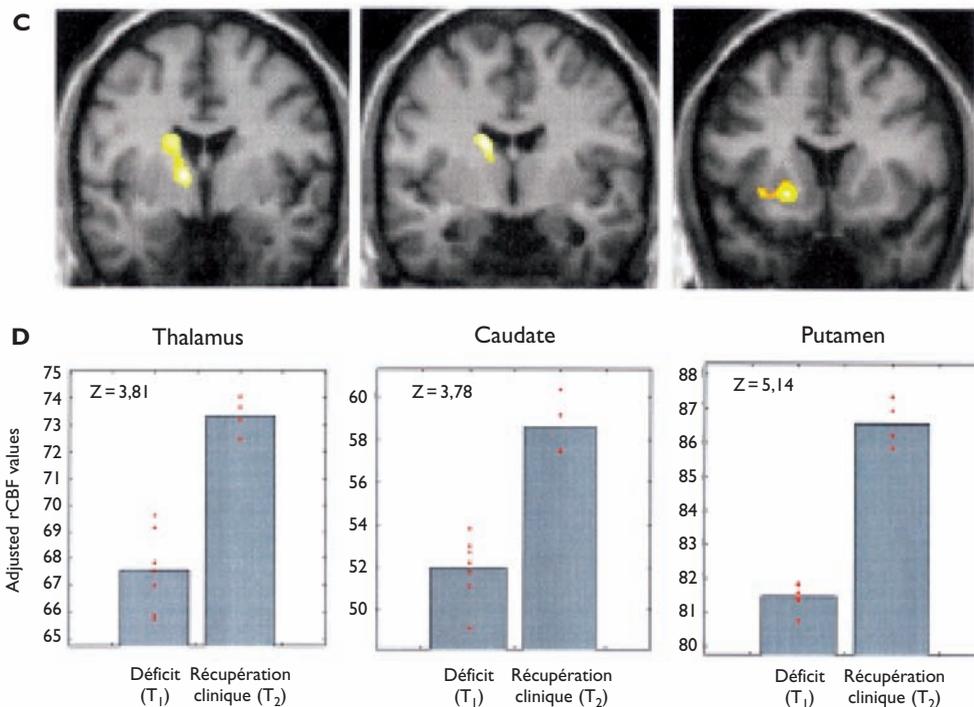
Imagerie par PET cérébral en cas de troubles dissociatifs
